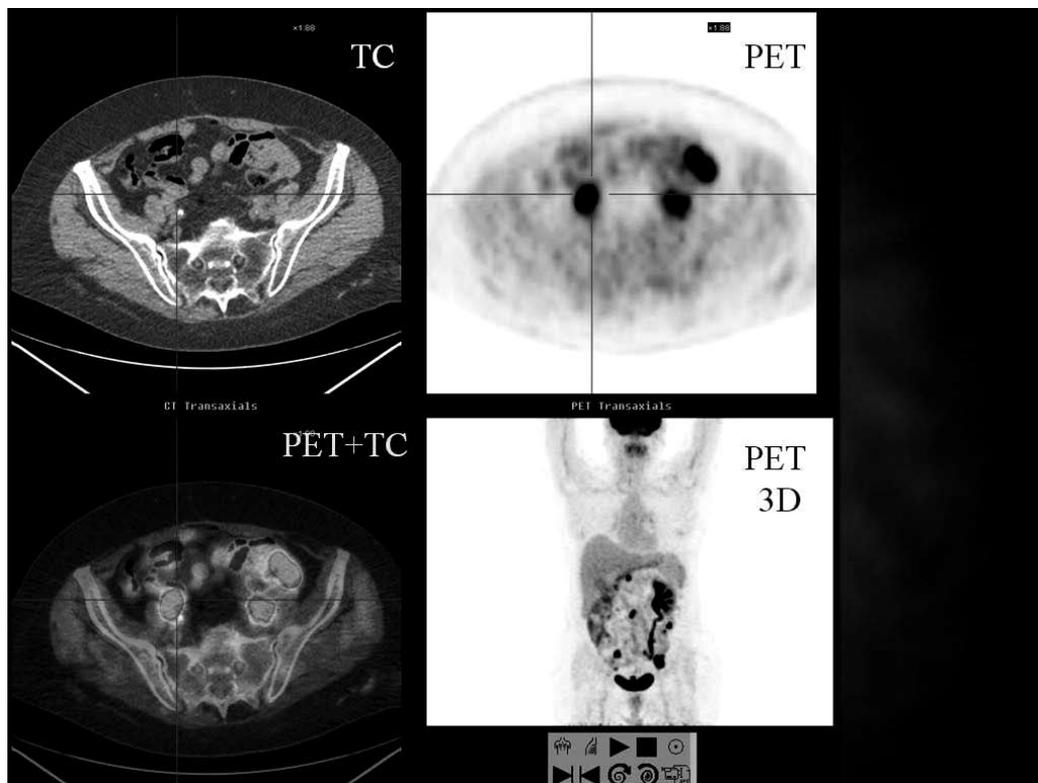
Carcinoma del colon operato; CEA in aumento. PET/TC: aree multiple di ipercaptazione di FDG a livello addominale da carcinosi peritoneale.
